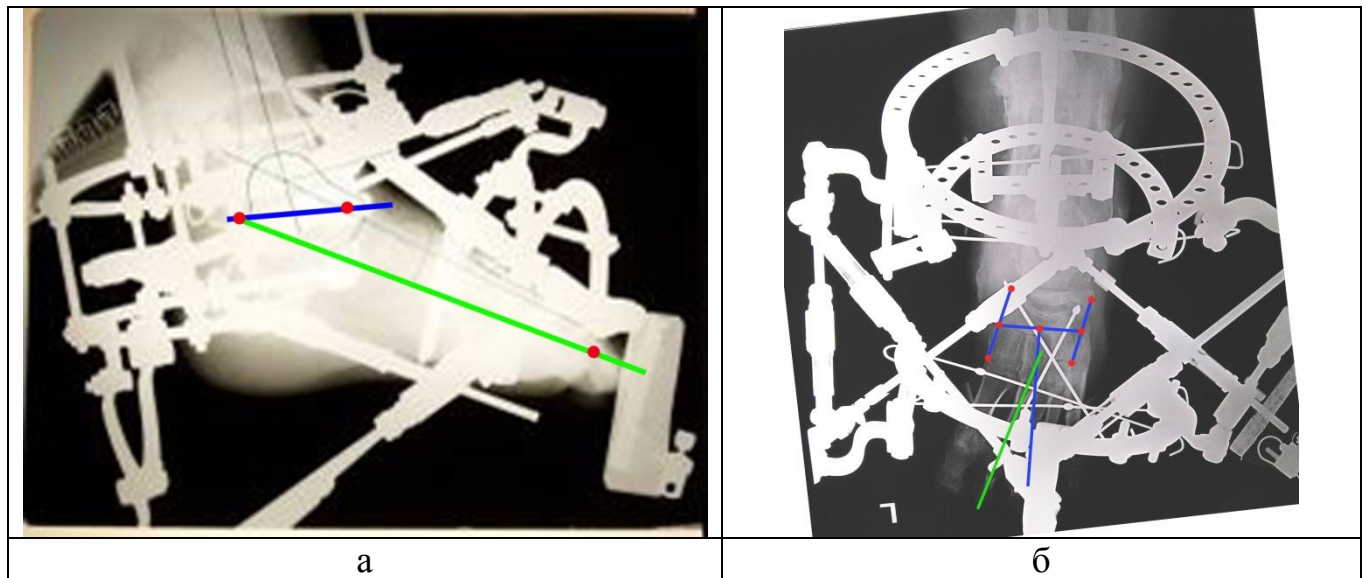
Рентгенограммы после окончания коррекции: а – боковая проекция; б – прямая подошвенная проекция
